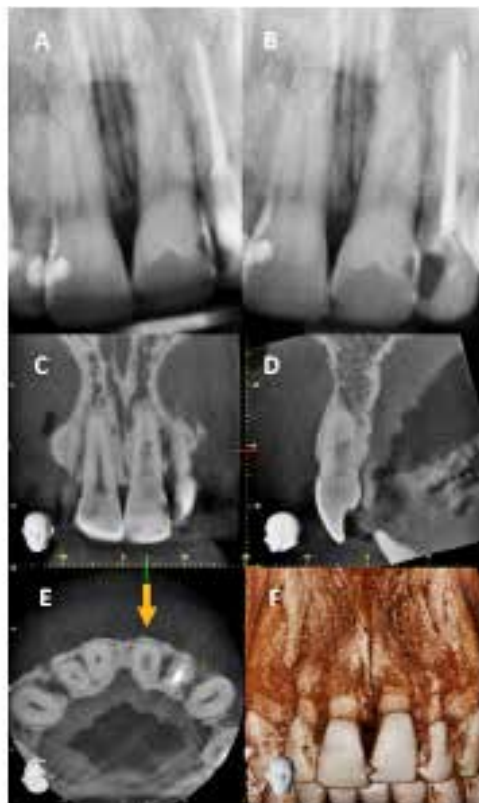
+1 har været beskadiget for mange år siden (lateral luksation). Ved kontrolundersøgelse registreres ekstern infektionsrelateret rodresorption udgået fra sulcus (EIR-S) (A og B). Resorptionen ses som en udvidelse af pulpakammeret, og mange vil mene, at denne resorption er intern. Snit fra CBCT viser udstrækningen af resorptionen i mesio-distal retning (C) og bukko-palatal retning (D), men ingen tydelige brud i overfladen. Billede E viser tværsnit af tanden lige under knoglekanten. Man kan se, at processen har omsluttet hele pulpakanalen uden tydeligt brud i overfladen. Denne tand bør have god prognose med intern behandling, hvor endodontisk behandling suppleres med fjernelse af resorptionslakuner og udfyldning af defekten internt fra.
